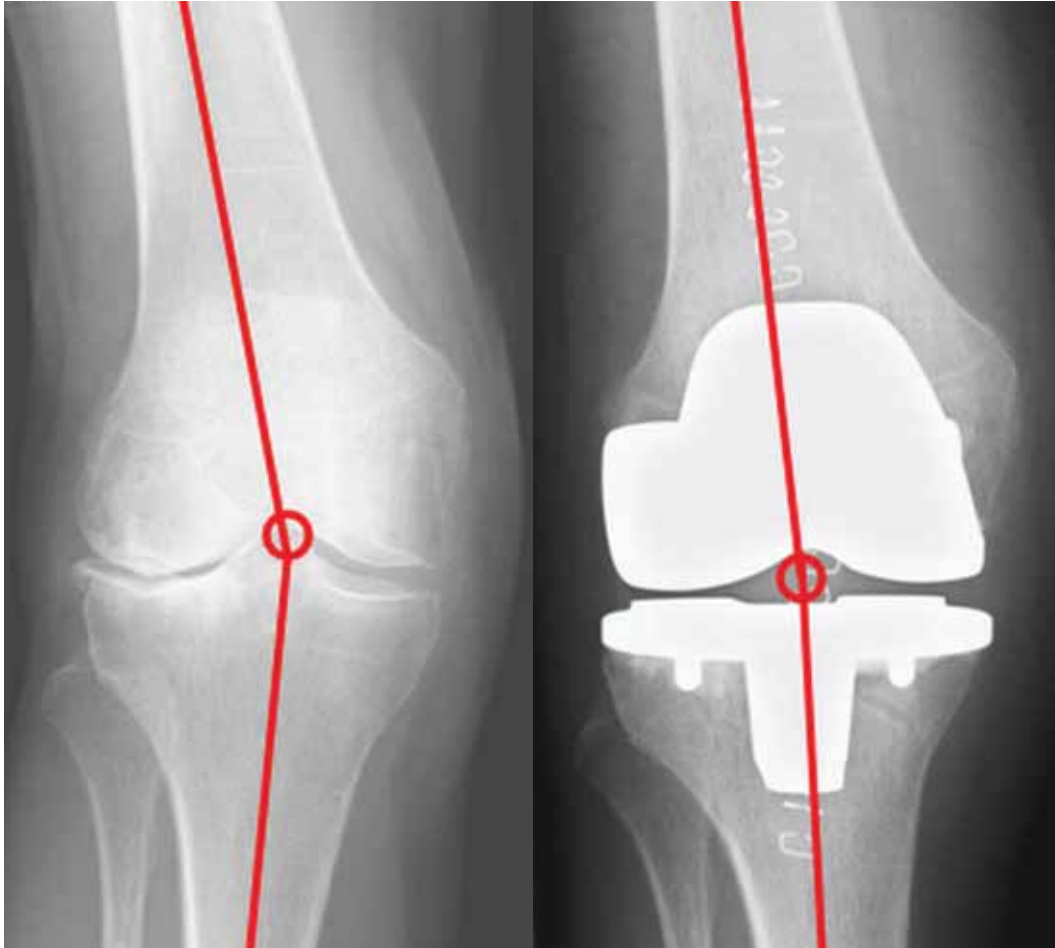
Preoperative ap view of a valgus-gon-arthritis and postoperative radiograph indicating a physiological angle.
